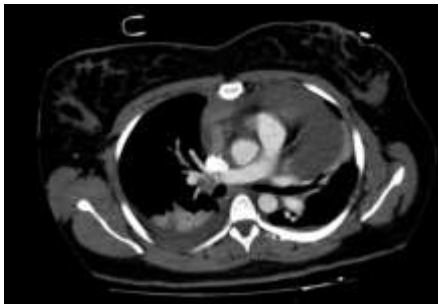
Imagen de Angio-TC en el que se visualiza el TEP en arteria pulmonar derecha y derrame pericárdico.
